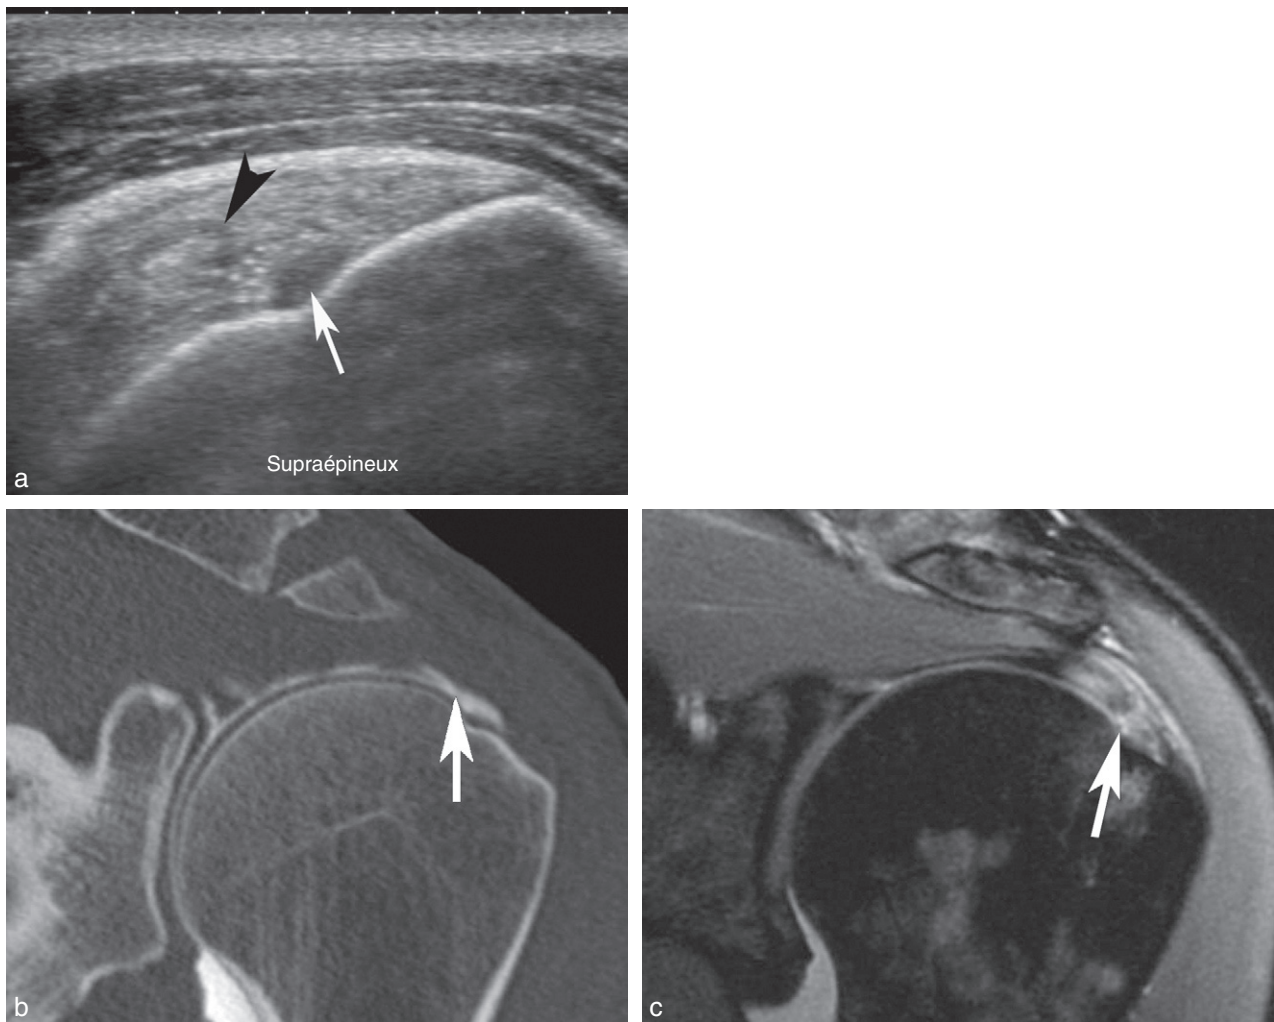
Rupture partielle quasitransfixiante de la face profonde du supraépineux chez un homme de 46 ans. a, b, c. Échographie, arthroscanner et arthro-IRM en pondération T2 montrant la rupture (flèche et tête de flèche) qui est plus profonde en échographie et en arthro-IRM qu'en arthroscanner.
